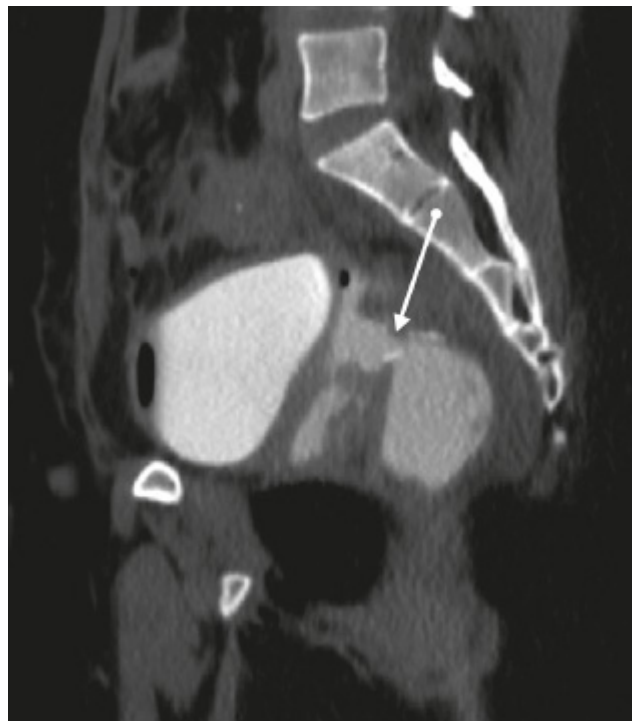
Tomografia computadorizada onde a seta indica o extravasamento de contraste introduzido via retal para vagina.
